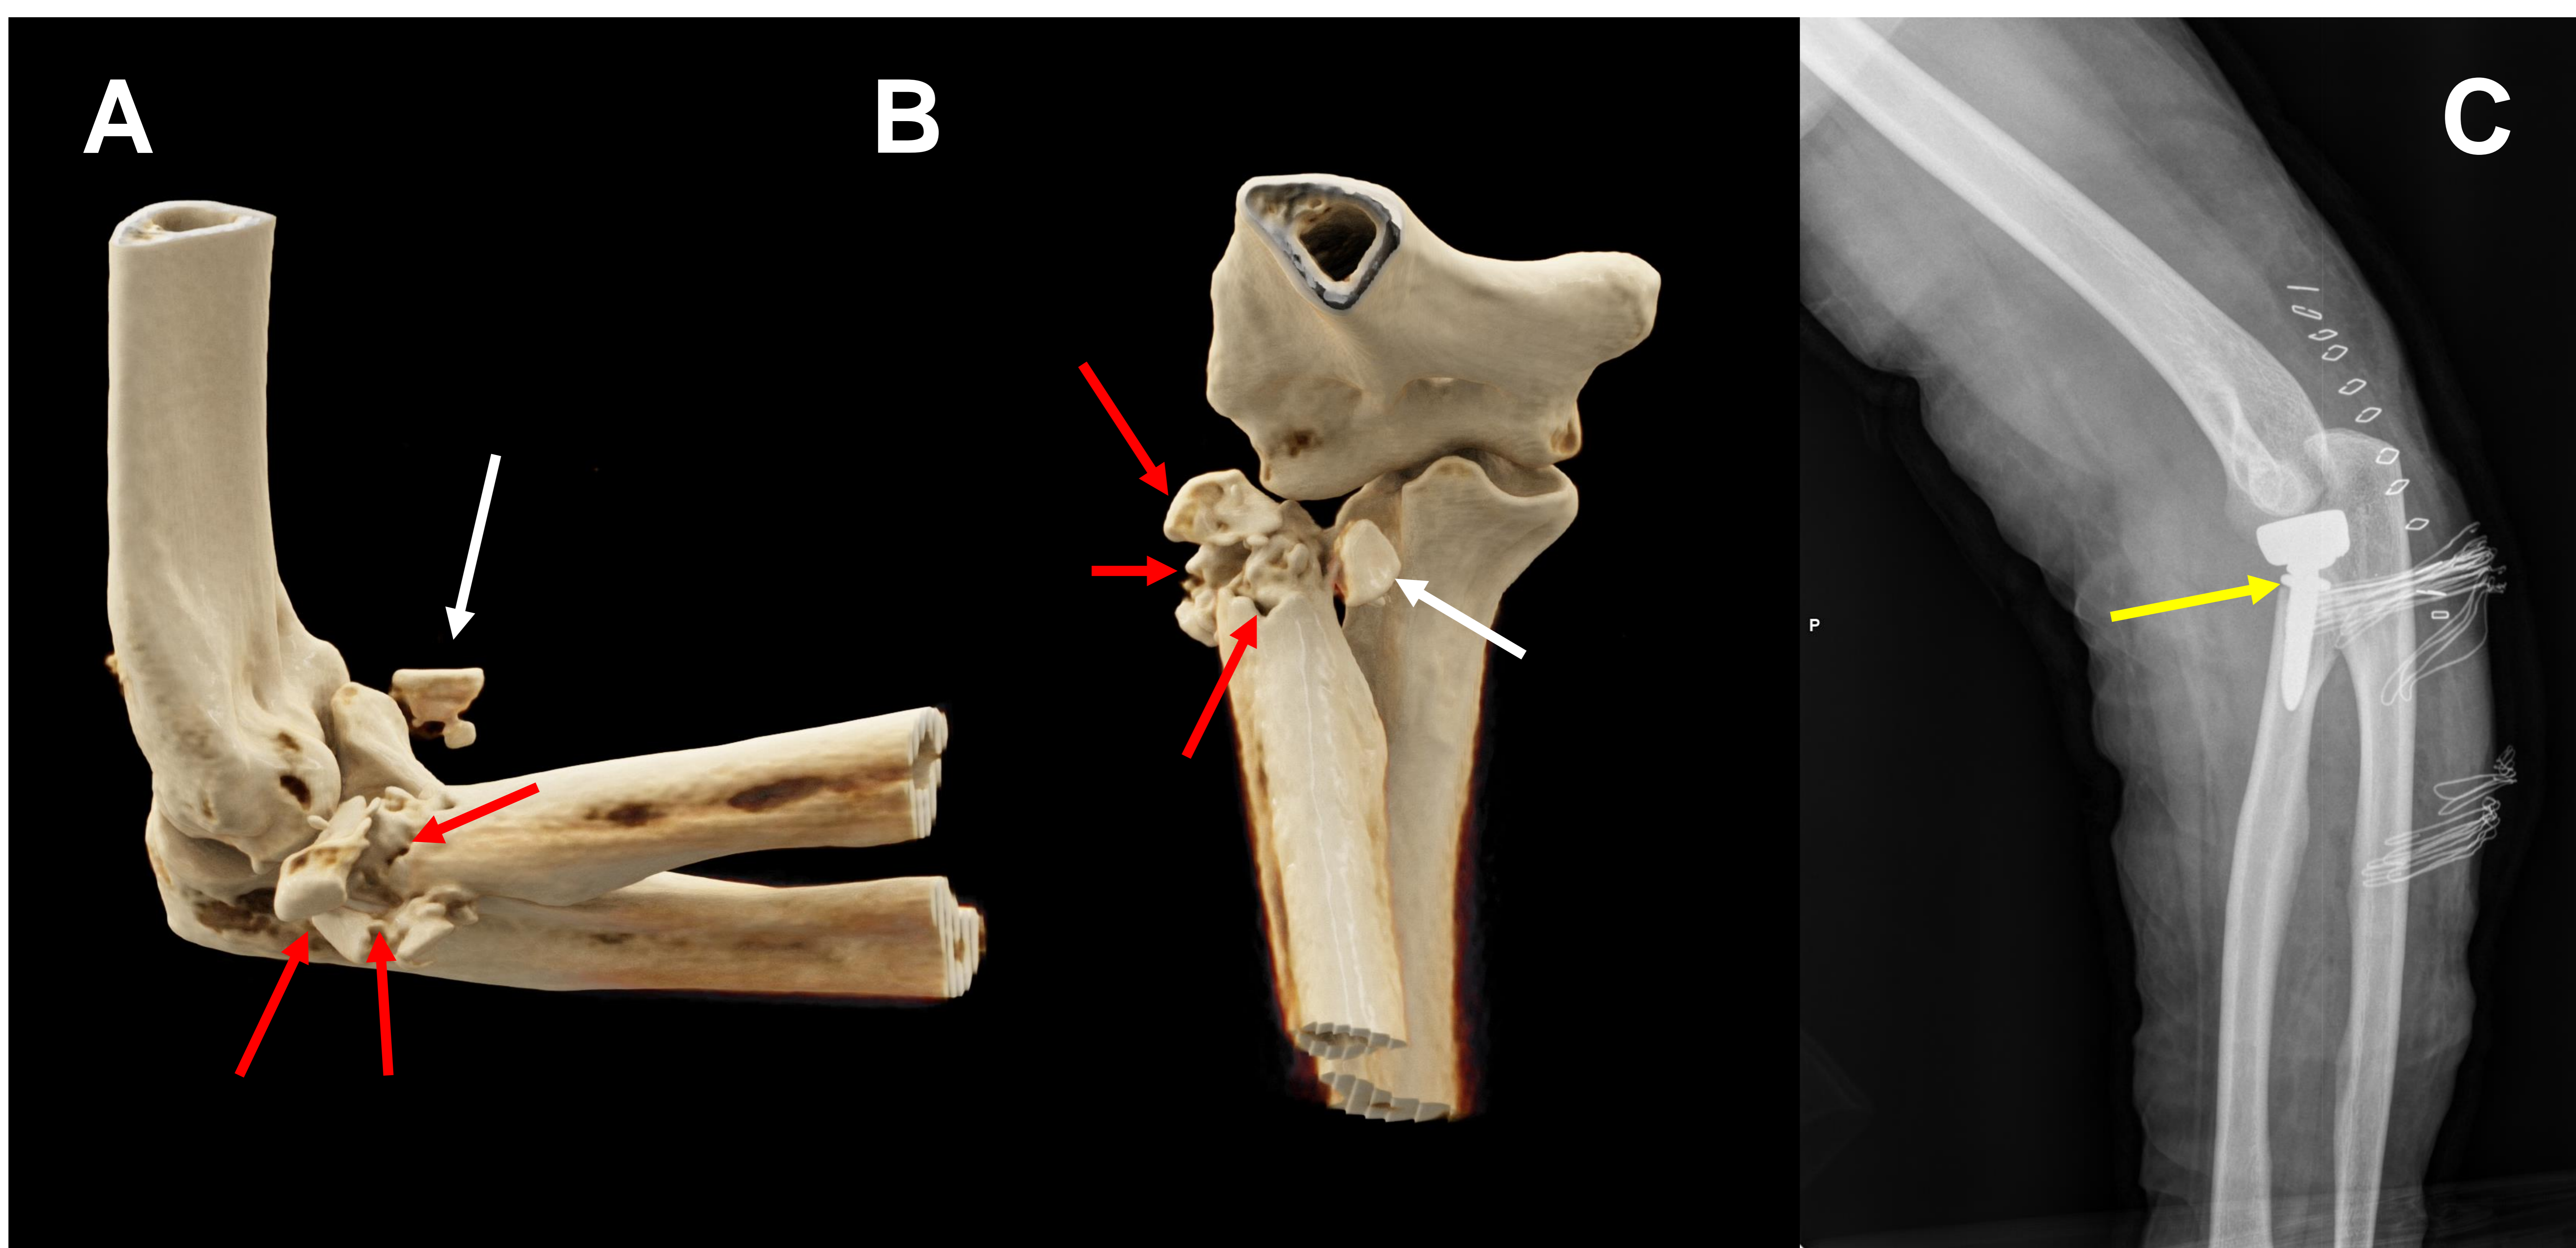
A) Vista lateral y B) Vista coronal de la reconstrucción en 3D de TC de codo derecho para planificación quirúrgica de fractura de cabeza radial (flechas rojas) con luxación distal del radio por rotura de la sindesmosis radiocubital (tipo IV de Mason), que también presenta un fragmento óseo de gran tamaño (flecha blanca), desplazado anteriormente, que se debe resear.
